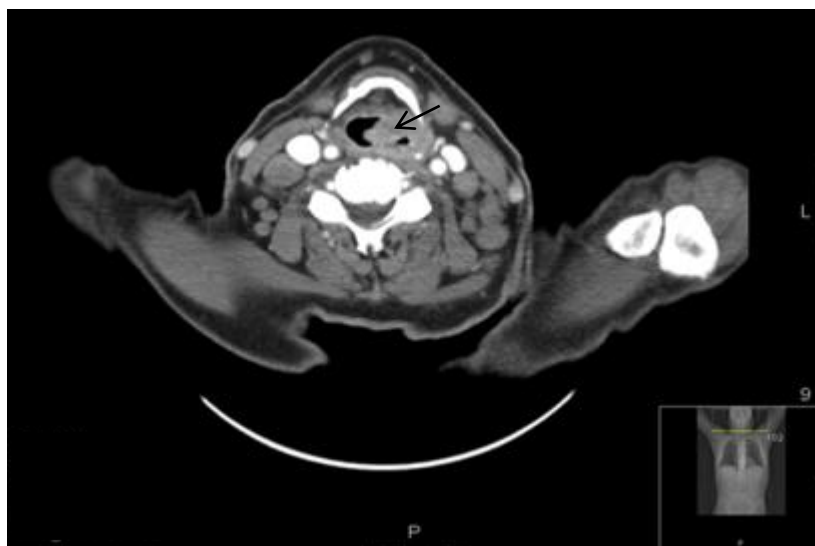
82 岁老年男性声门上损伤的 CT 成像，证明了气道阻塞的水平和程度
